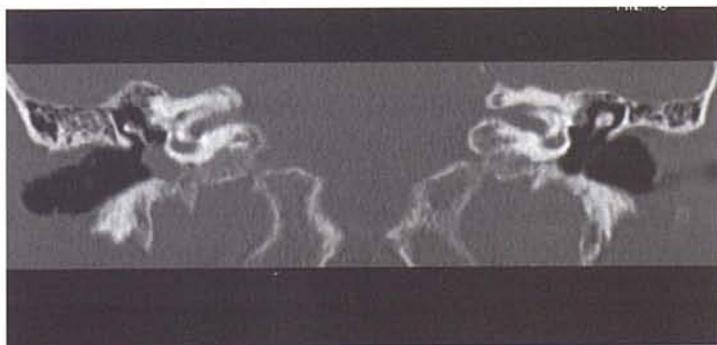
Reconstrucción coronal del TC
